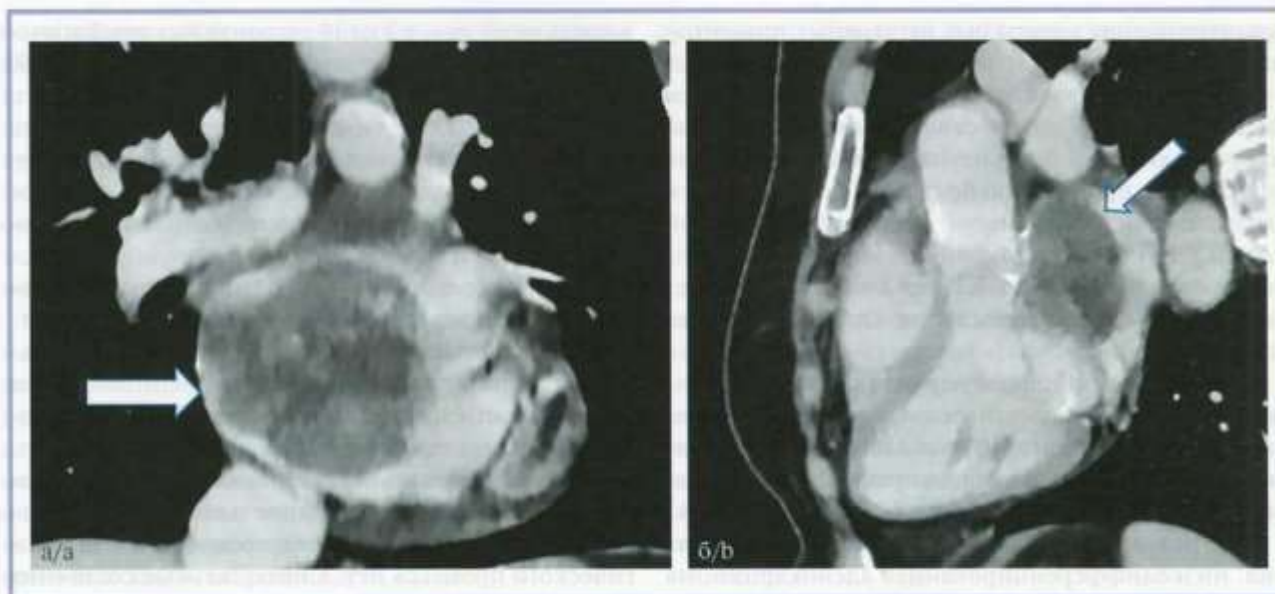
КТ органов грудной клетки с внутривенным контрастированием, венозная фаза.
